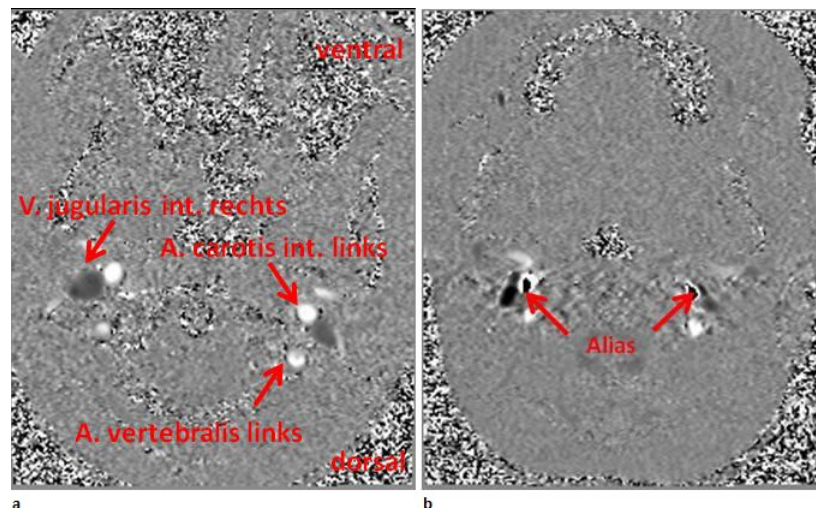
a) Phasenkontrastmessung von arteriellem (hier positive Flussrichtung) und venösem Blut (hier negative Flussrichtung) mit Phasenkodierung entlang der Z-Achse, Schnittebene axial, senkrecht zur Flussrichtung in den abgebildeten Gefäßen auf Höhe der Vertebralisschleife. b) gleiche Konstellation mit Darstellung von phase aliasing (schwarz) in beiden Aa. carotides internae (aus: Rapp P. Nicht-invasive Messung des intrakraniellen Drucks mit Magnetresonanztomographie: ein neuer Outcomeparameter für extrem Frühgeborene? [Dissertation] 2012, Institut für klinische Radiologie, Ludwig-Maximilians-Universität München [133])
